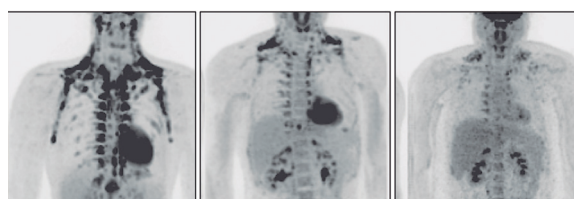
Imágenes de PET donde se muestra la captación de glucosa del tejido adiposo marrón en un humano sano con alta actividad (izquierda), un humano sano con una actividad intermedia (centro) y un humano obeso (derecha) (van Marken Lichtenbelt WD *et al.*, 2009).
